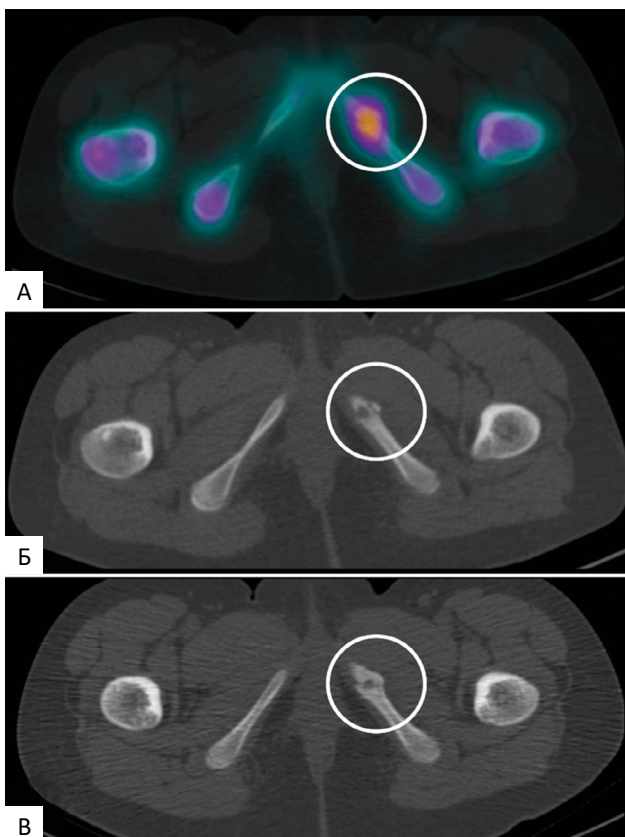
А — 17.07.24 г. ОФЭКТ/КТ — очаг гипераккумуляции РФП в области левого седалищно-лонного сочленения (круг); Б — 17.07.24 г. КТ-составляющая ОФЭКТ/КТ — сохранение левого седалищно-лонного синхондроза в отличие от контралатеральной стороны, утолщение прилежащих отделов костей (круг); В — 14.11.24 г. КТ-составляющая ОФЭКТ/КТ — сужение зоны синхондроза, усиление признаков остеосклероза (круг)
